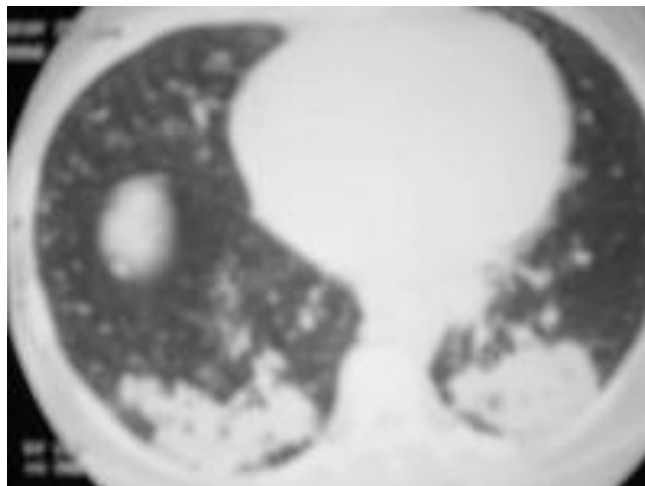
Tomografía computarizada en un paciente de 66 años de edad con neumonía causada por *Legionella pneumophila*, se muestra la densa consolidación alveolar<sup>40</sup>
